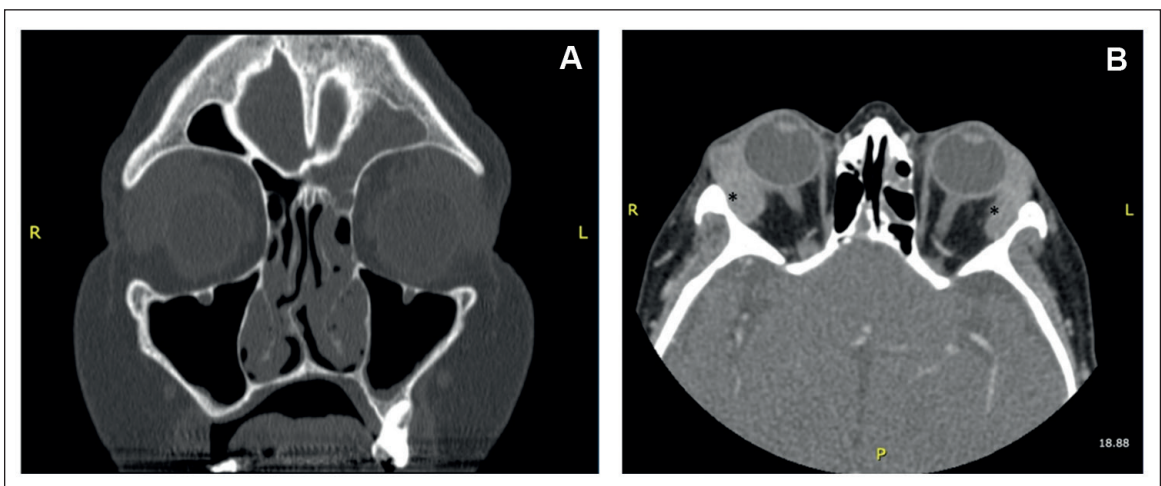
TC de cavidades paranasales. A: Corte coronal donde se observa septodesviación a derecha, cambios inflamatorios sinusales de predominio frontal izquierdo y múltiples formaciones polipoideas en fosas nasales. B: Corte axial con contraste en que destaca aumento de tamaño con refuerzo de glándulas lagrimales (asteriscos).
